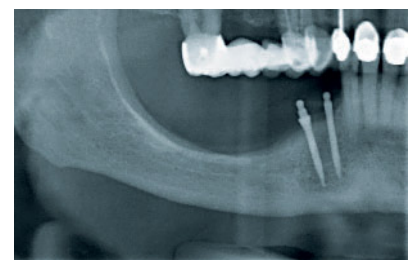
Postoperative Röntgenaufnahme.
